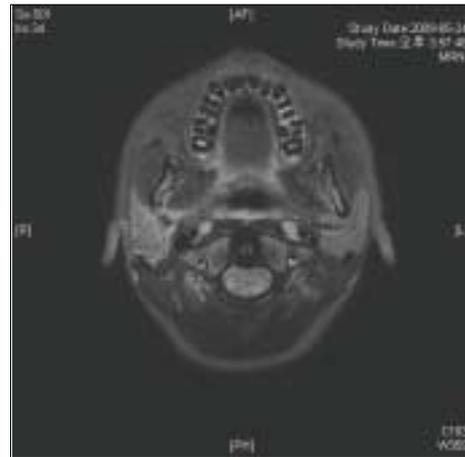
Post-operative MRI taken 3 months after the surgery showing no abnormal finding.
